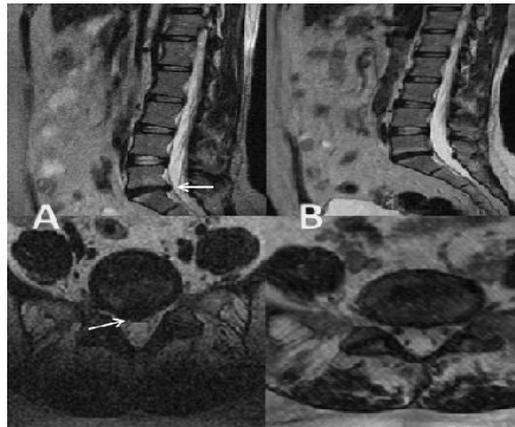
RMN de la sección lumbosacra en vistas sagital y axial en la secuencia T2: A) hernia discal lumbar L5-S1 protruida (indicada con flechas) detectada a los 6 meses de iniciados los síntomas; B) regresión de la hernia (dos años después)
